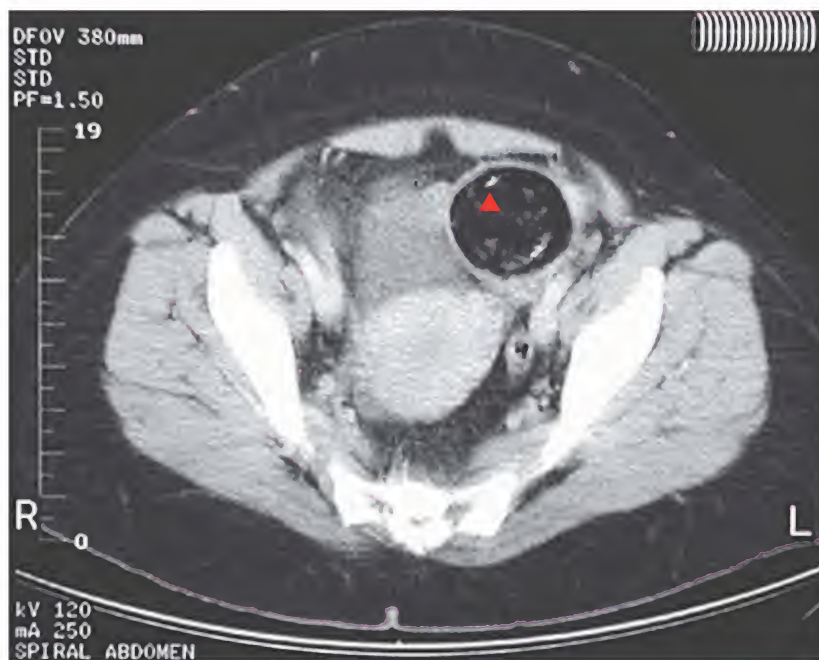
Teratoma quístico maduro, tomografía computarizada
